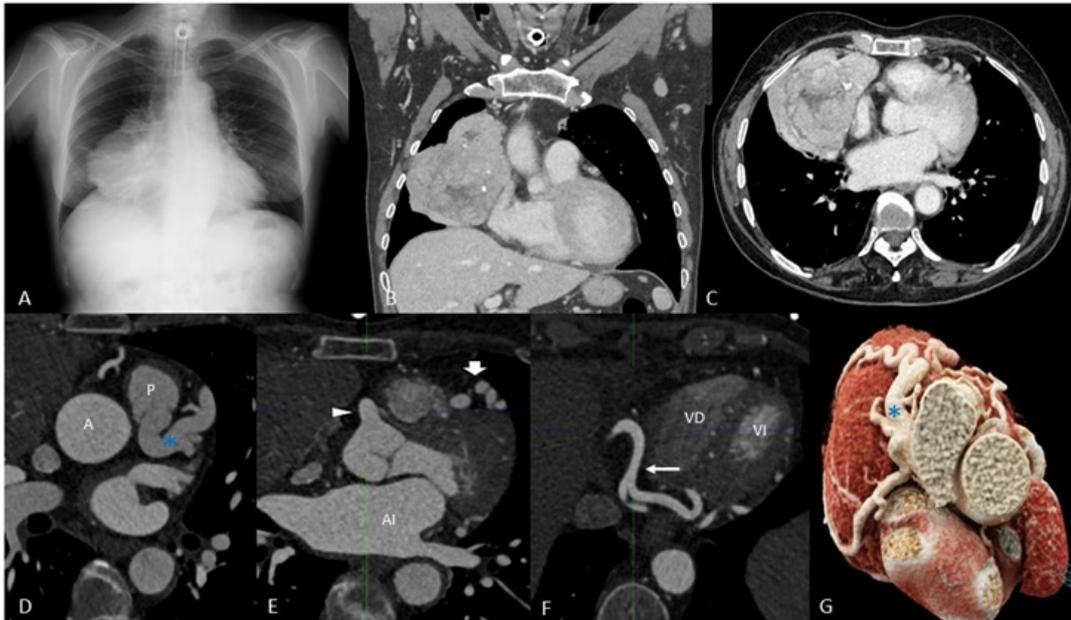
A. Rx de tórax: masa localizada en mediastino anterior. B - C. TC de tórax: masa mediastínica anterior lobulada de aspecto sólido, con calcificaciones y plano de separación graso con respecto al resto de estructuras mediastínicas. D-F. TC de coronarias: se identifica la arteria coronaria izquierda con origen anómalo desde la arteria pulmonar (asterisco azul). Origen de la arteria coronaria derecha en aorta (punta de flecha). Ambas arterias se muestran tortuosas, con presencia de colaterales. Se señalan la arteria descendente anterior (flecha grande) y la descendente posterior (flecha pequeña). G. Reconstrucción volumétrica del corazón. Se aprecia salida de la arteria coronaria izquierda anómala con sus ramas.
